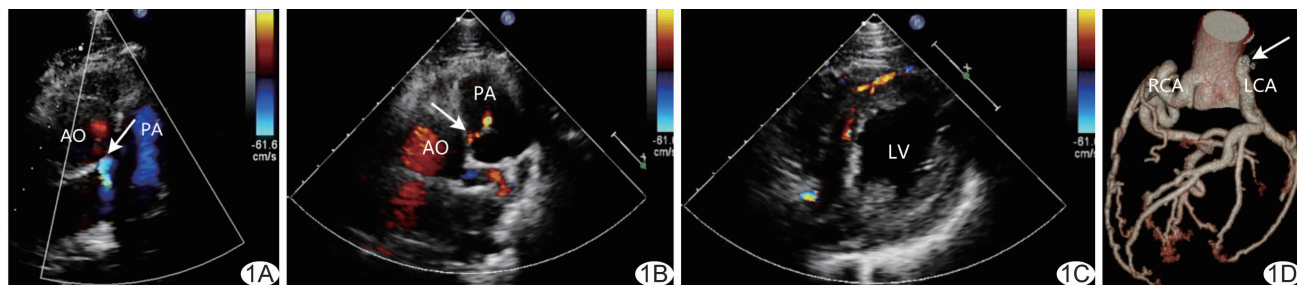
ALCAPA A、B. CDFI 示收缩期(A)、舒张期(B)异位起源的左冠脉血流(箭); C. CDFI 示心肌内侧支循环丰富; D. 冠脉 CTA 证实 ALCAPA(箭) (AO: 主动脉; PA: 肺动脉; LV: 左心室; LCA: 左冠脉; RCA: 右冠脉)
